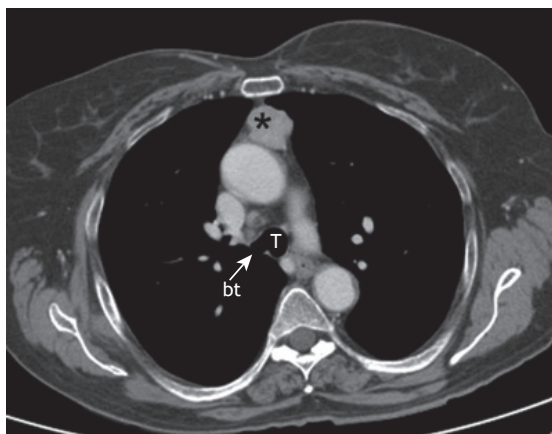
TC axial de tórax mostrando massa sólida no mediastino anterior (asterisco), compatível com timoma. Observa-se brônquio traqueal (bt) originando-se da traqueia (T).
